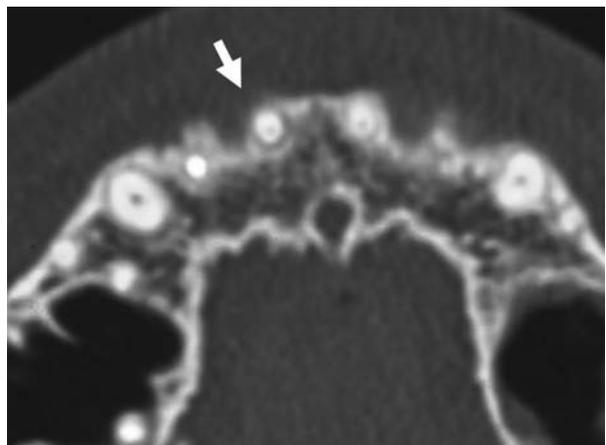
X線CT画像。上顎横断面(矢印は根尖の突出を示す)。
